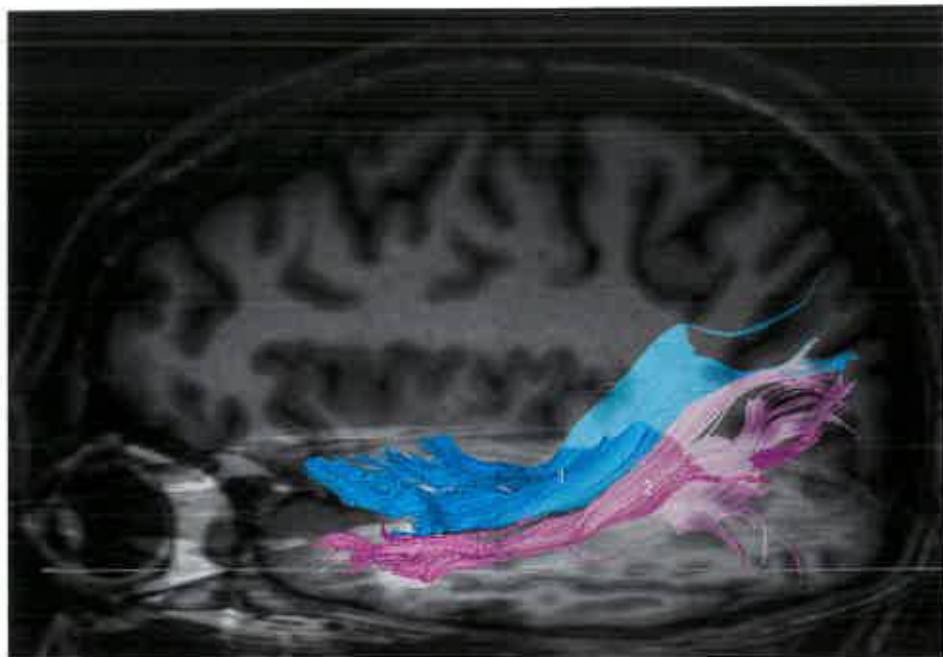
Ricostruzione traggografica ottenuta mediante RM con tensore di diffusione relativa al fascicolo longitudinale medio (1) e al fascicolo longitudinale inferiore (2). (Per gentile concessione di Martino J, De Lucas EM. Subcortical anatomy of the lateral association fascicles of the brain: a review. Clin Anat 2014 May;27(4):563-9.)
